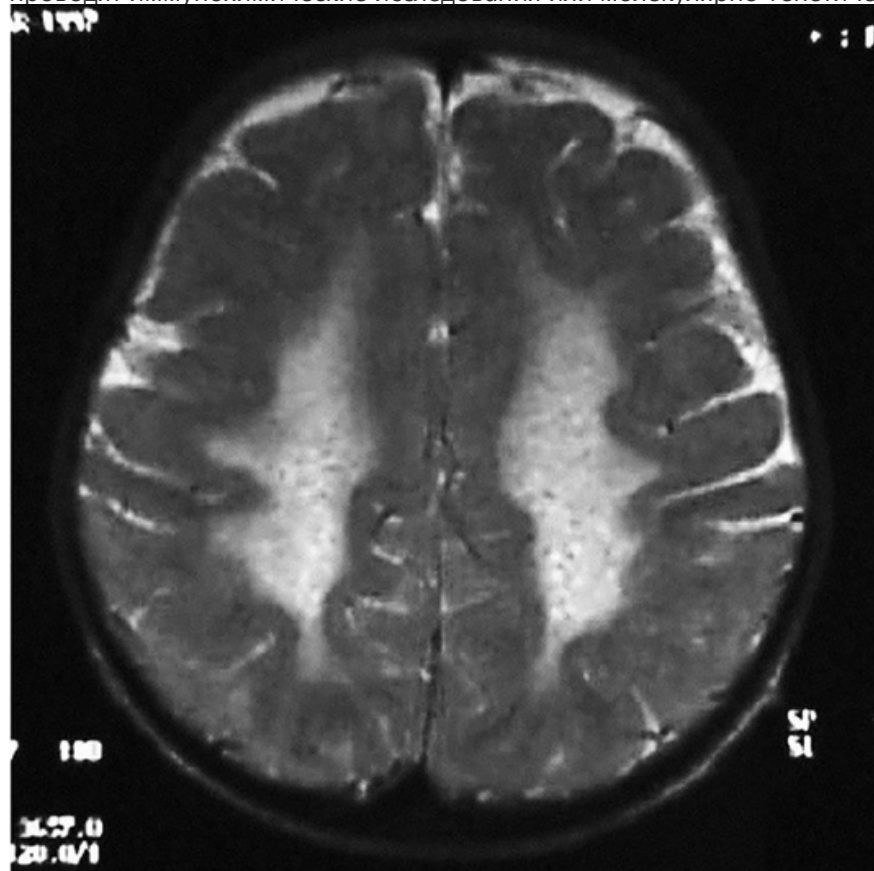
МРТ головного мозга пациента 1,5 лет с метахроматической лейкодистрофией. Паравентрикулярная демиелинизация. «Тигроидный» паттерн
